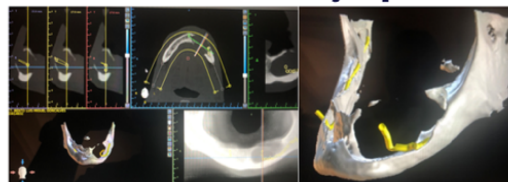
Initial CT scan.
